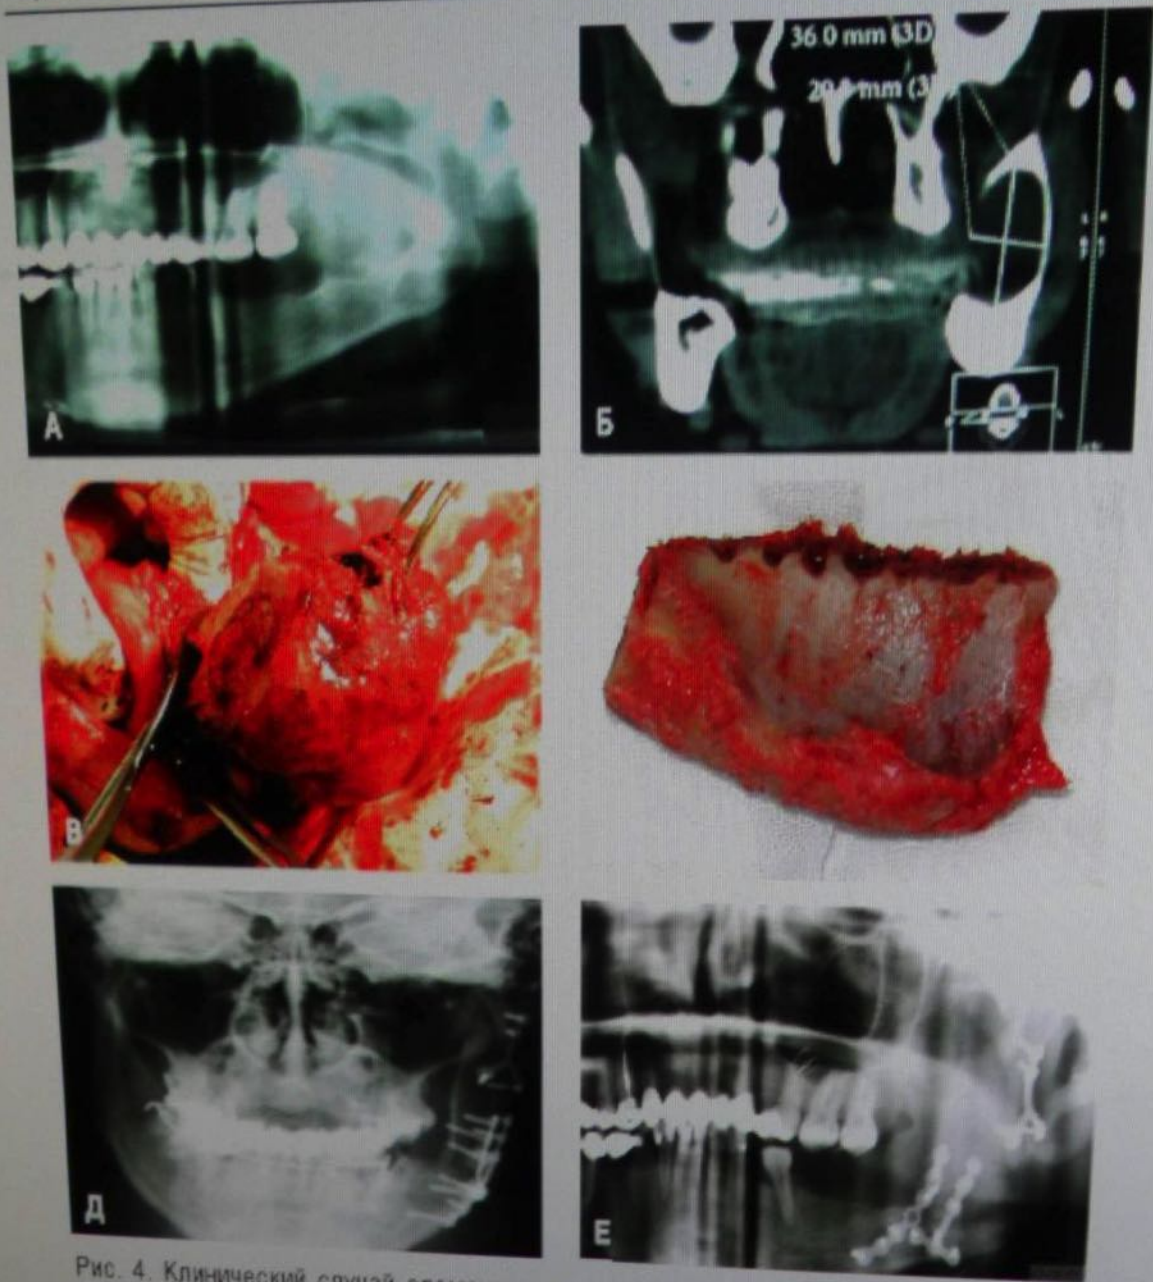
Клинический случай адамантиномы в области угла и ветви нижней челюсти слева у пациентки с устранением первичного послеопухолевого дефекта с помощью отмоделированного моноблочного бикортикально-губчатого трансплантата из гребня подвздошной кости: а) предоперационная ортопантограмма зоны опухоли; б) один из срезов рентгенокомпьютерной томографии зоны опухоли; в) удаленная опухоль с фрагментом нижней челюсти без экзартикуляции; г) забраный трансплантат из гребня подвздошной кости с бикортикальным слоем; д–е) послеоперационная контрольная рентгенограмма зоны восстановленных отделов нижней челюсти.
